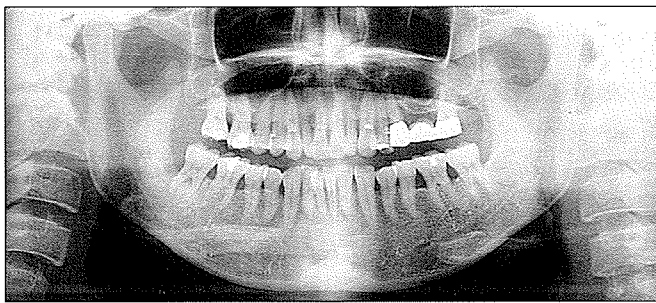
초진시 Panex view 로 #37치아 원심치근 주위의 골파괴상과 후방의 경계가 명확하지는 않으나 방사선 불투과상인 물체가 존재함이 희미하게 관찰되고 있다.
